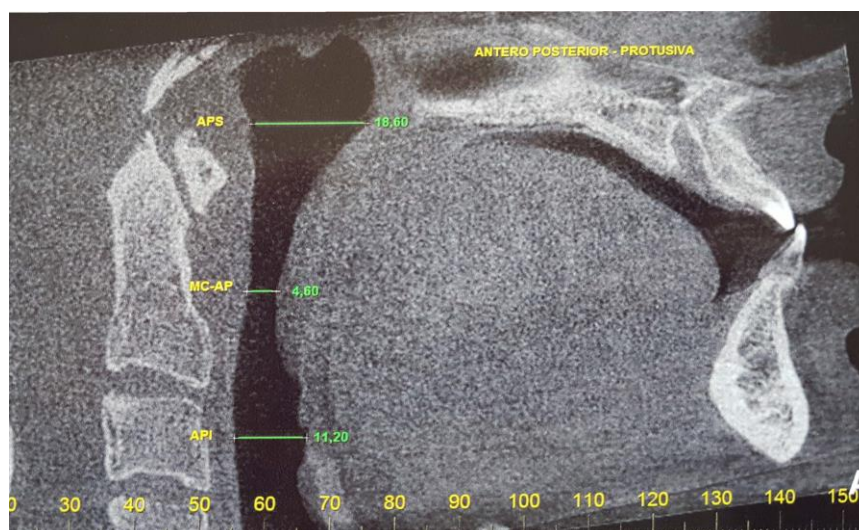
TC no corte sagital em Máxima Protrusiva do paciente 02. APS: Antero-Posterior Superior; MC-AP: Máxima Constrição Antero-Posterior; API: Antero-Posterior Inferior
